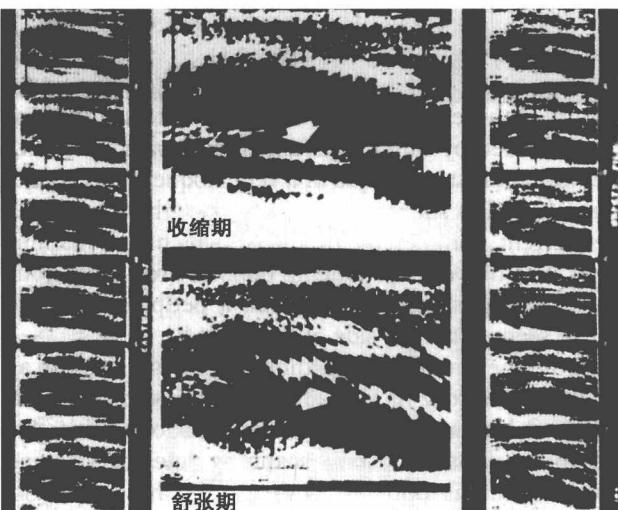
通过对 M 型超声心动图进行空间定位重建得到的二尖瓣伪实时运动的电影胶片,两张放大的帧面显示二尖瓣(箭头所示)在收缩期和舒张期的位置。(经作者同意引自 Gramiak R, Waag R, Simon W. Cine ultrasound cardiography. Radiology, 1973, 107:175)
